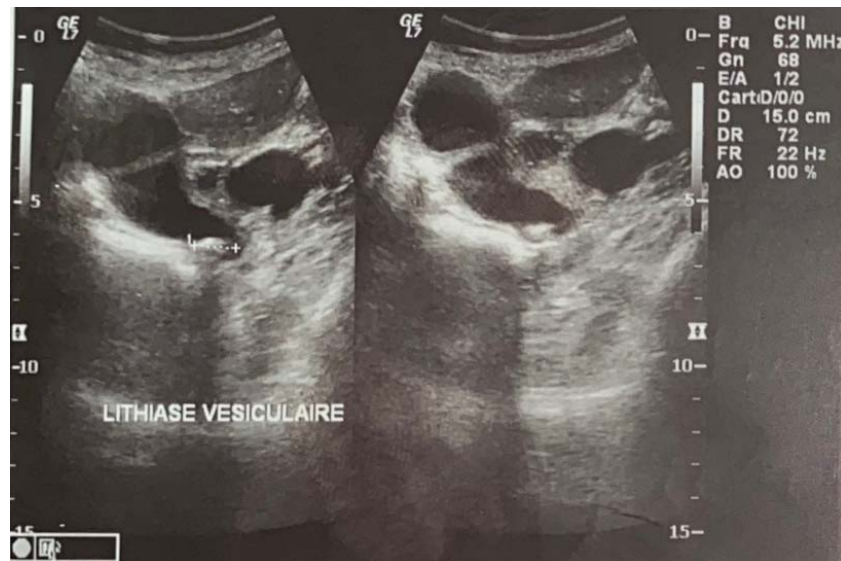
Image échographique montrant une lithiasie vésiculaire
